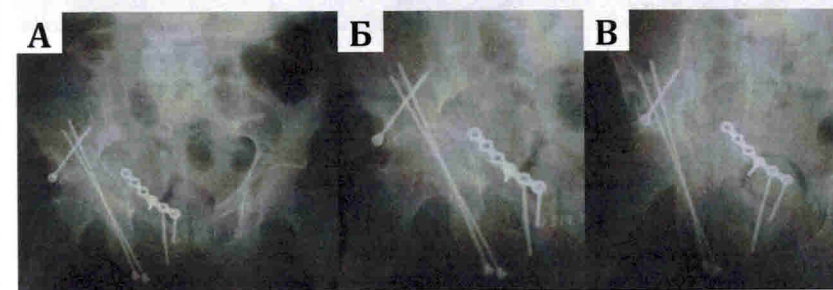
Тот же пациент: а — рентгенограмма таза после операции в прямой проекции, б — запирающая, в — подвздошная проекция. Консолидация перелома. Отмечается незначительное сужение суставной щели
